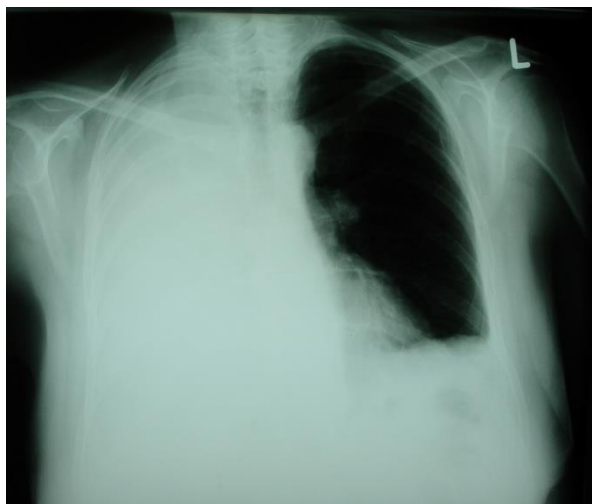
Röntgen- Thoraxaufnahme im p.a.- Strahlengang der 60-jährigen Patientin mit Kompletterschattung des rechten Hemithorax. Ausgedehnte Kompressionsatelektase des Lungenflügels.
